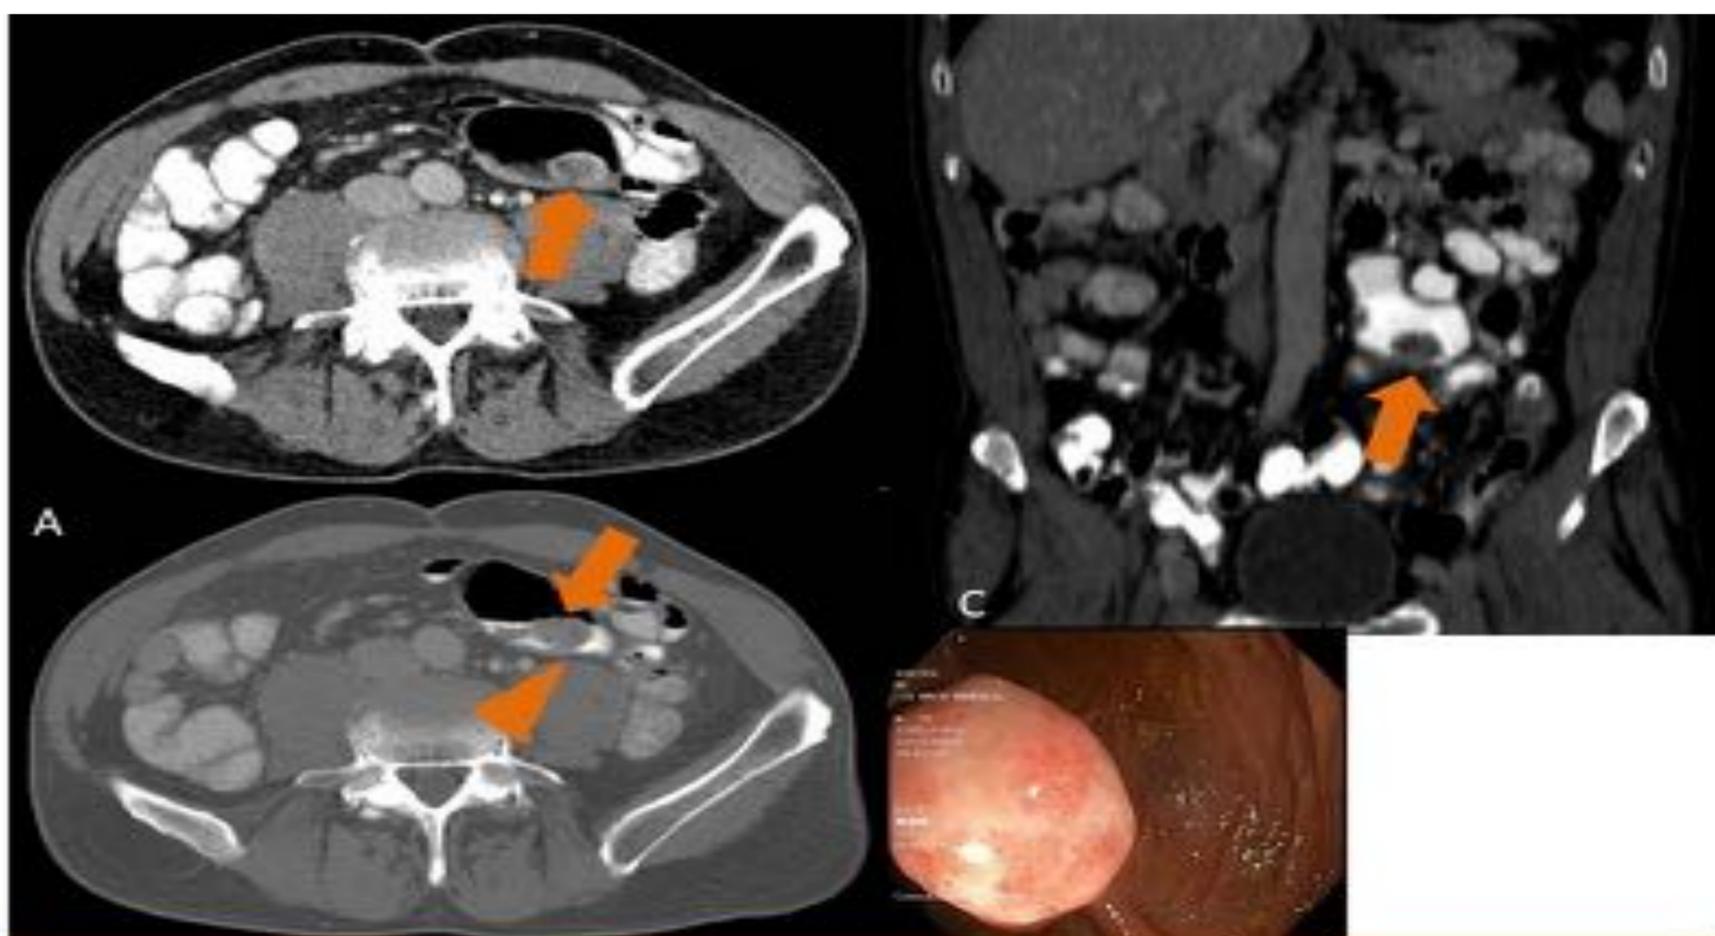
Paciente de 74 años con dolor abdominal y leucocitosis de dos días de evolución, se realiza TC abdominal con contraste intravenoso. En la proyección axial, A, se aprecia un pólipo en la pared anterior del colon ascendente que muestra captación de contraste (*flecha*). También se visualiza en la proyección coronal, B, en la que parece localizarse en el espesor de un haustra. Así lo demuestra la colonoscopia, C, correspondiendo en la AP con adenoma tubulovellosos. La localización en la pared antigraavitacional facilita su diagnóstico.
